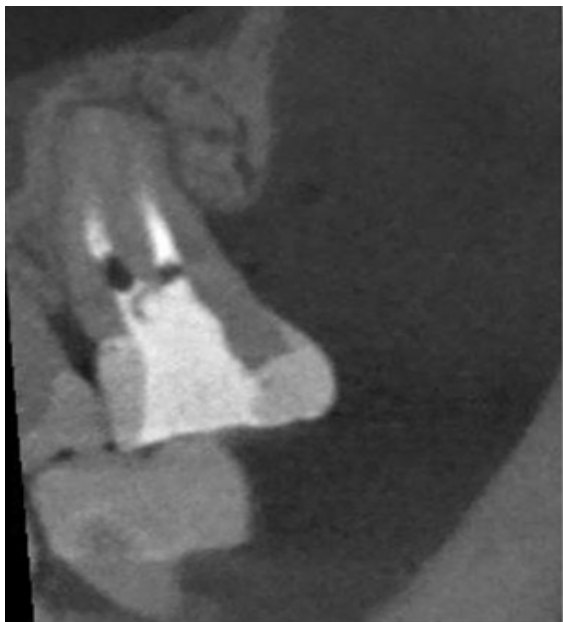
Дані КТ через 6 міс. після лікування зуба 1.7
